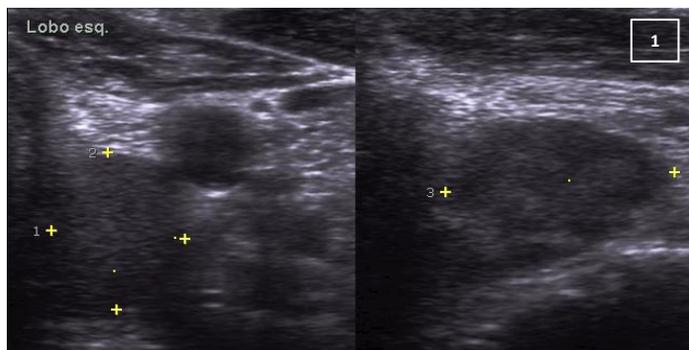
Ecografia - formação nodular hipoecoica de 13x11x18 mm na região posterior da loca tireoideia esquerda, compatível com paratiroide hiperplasiada.
